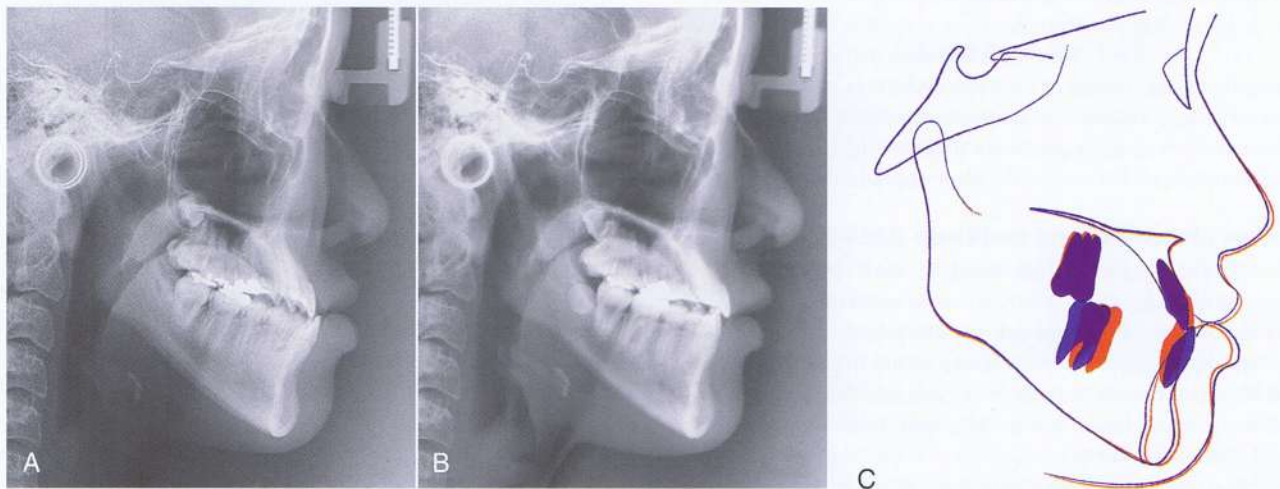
A, cefalogramas pre-tratamiento y (B) cefalogramas post-tratamiento de YJ. C, superposición de las radiografías pre y post-tratamiento.
